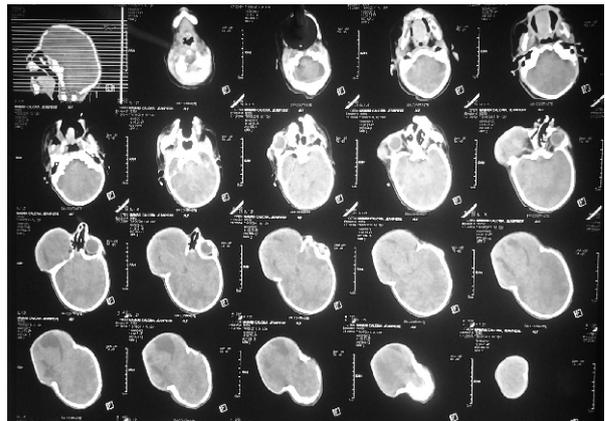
Tomografía craneo encefálica con reconstrucción 3D
